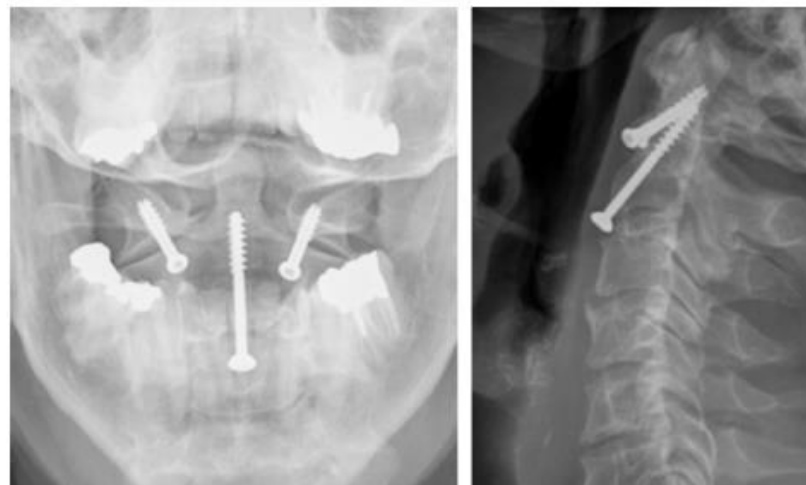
Radiographies d'une arthrodèse C1 C2 selon la technique de Vaccaro. Ce patient avait eu une vis odontoïdienne de tenue mécanique jugée insuffisante en peropératoire, ayant fait pratiquer une arthrodèse de Vaccaro complémentaire dans le même temps opératoire.
